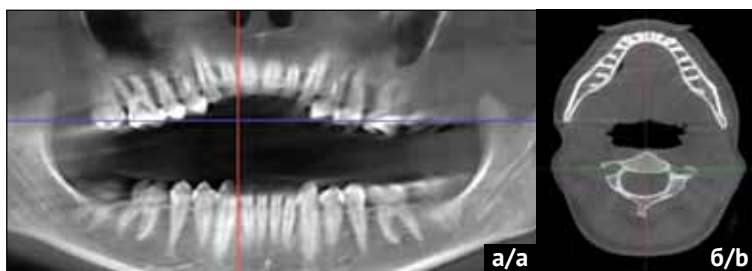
КЛКТ ВНЧС пациентки М., 28 лет, а – ортопантомограмма при максимально открытом рте, б – положение открытого рта (аксиальная проекция)
